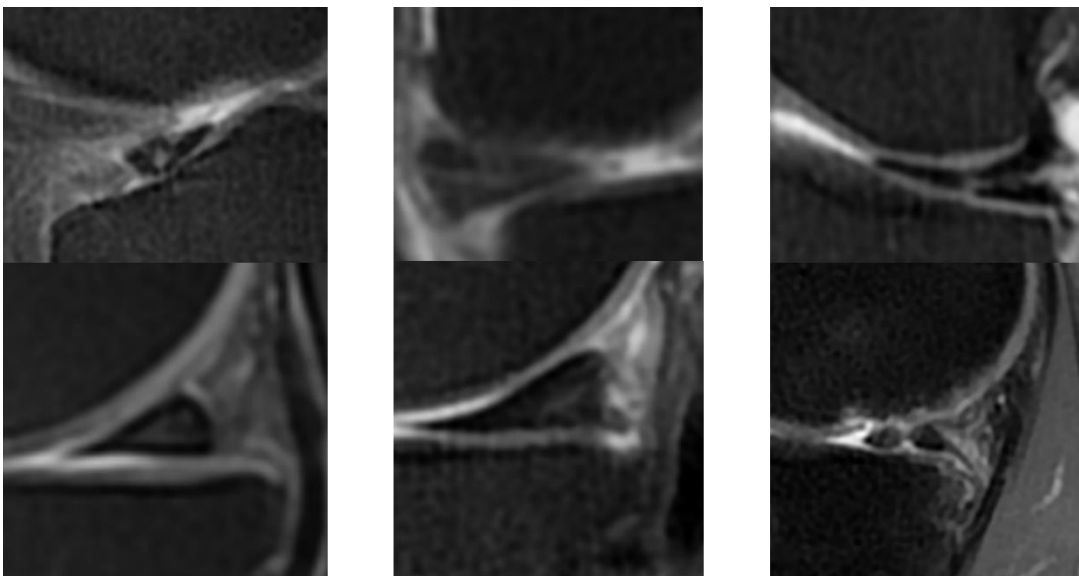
Image IRM du genou en séquence DP.FS montrant la classification des lésions méniscales selon la classification de Crues et Stoller :
